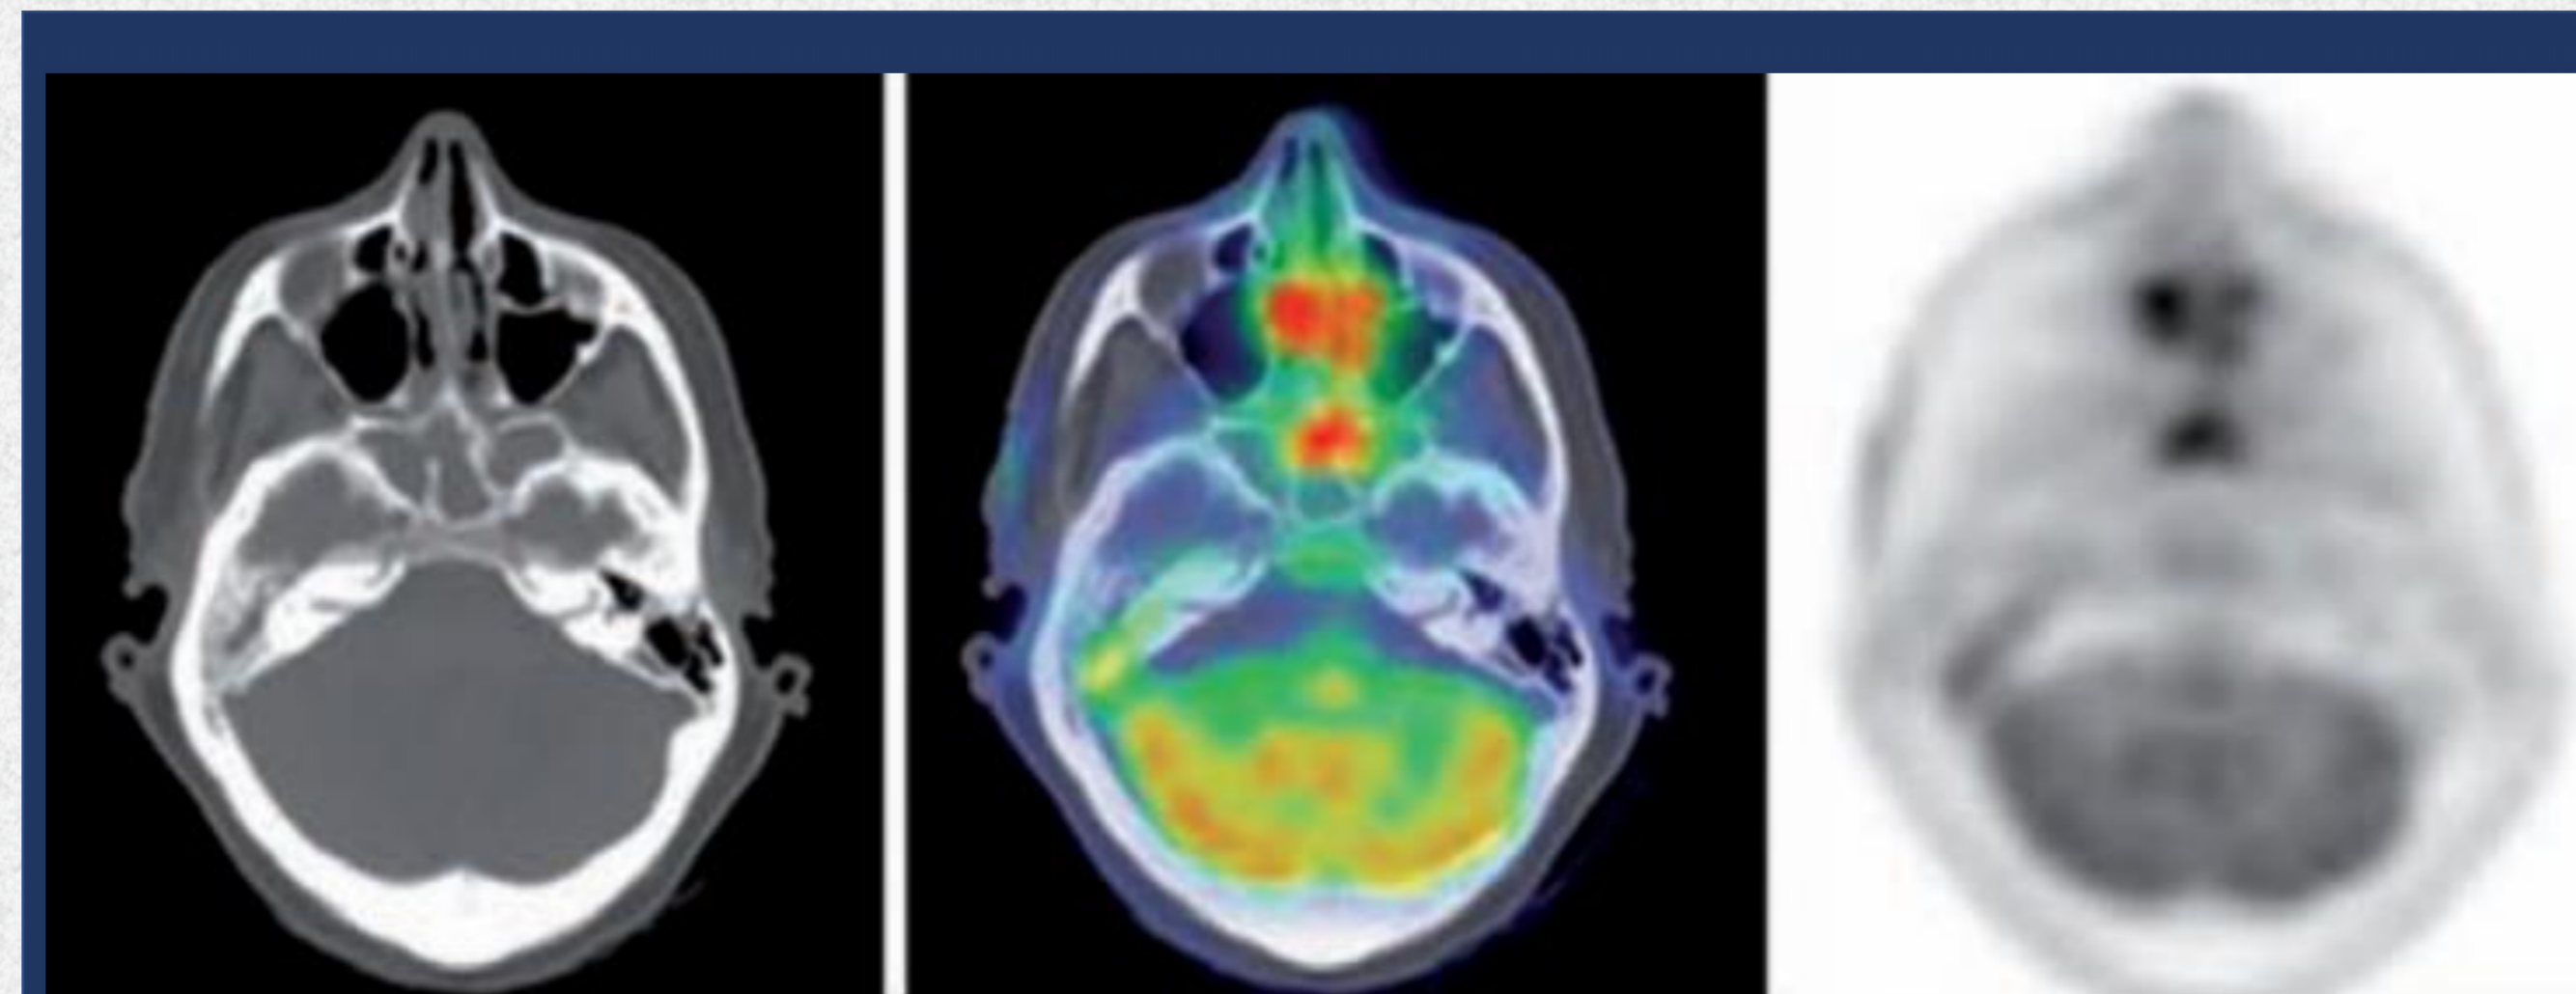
Intense activité de FDG dans la muqueuse nasale et le sinus sphénoïde d'un patient connu pour une GPA [2]
